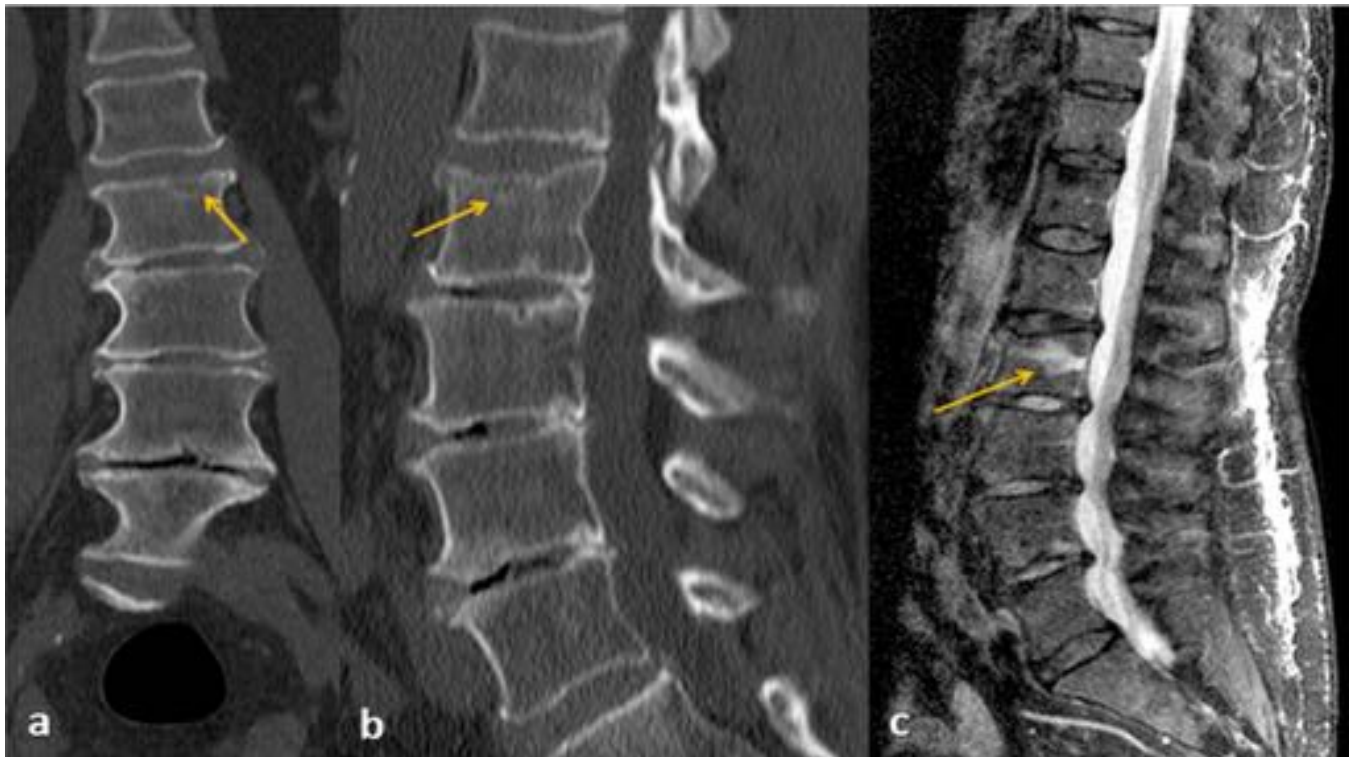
Sutil fractura (flechas) del platillo superior de L2 omitida en las reconstrucciones TC coronal (a) y sagital (b), que posteriormente se confirmó en la RM sagital STIR (c).
